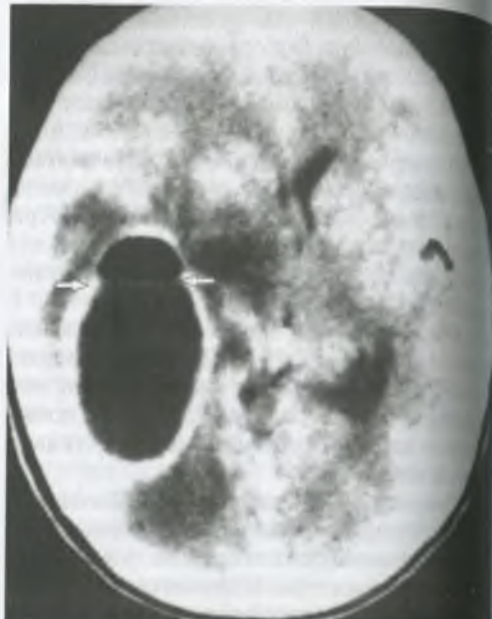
КТ головного мозга. Виден абсцесс правой теменно-височной долей с наличием воздуха, смещением срединных структур мозга влево.
